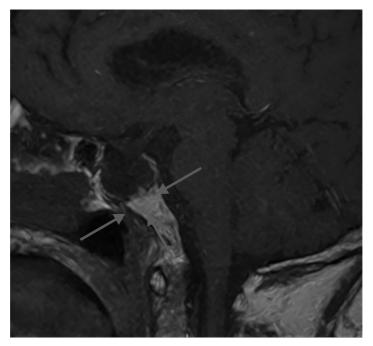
RM de hipófisis. Tallo hipofisario en línea medial, no logrando identificar glándula hipofisaria ni imágenes de realce que indiquen persistencia o recidiva de adenoma. Cambios postquirúrgicos y silla turca vacía (flechas).
